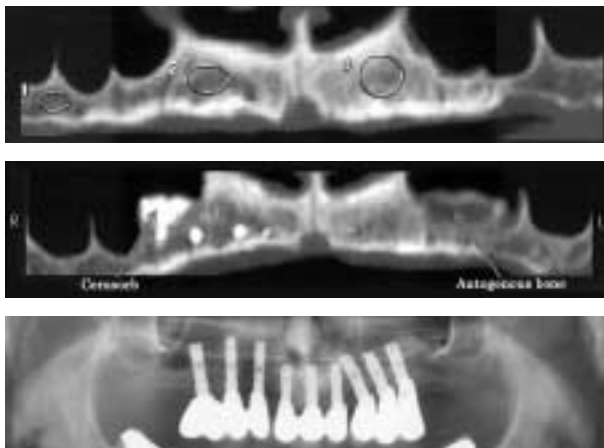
Röntgenologischer Ausgangsbefund bei Patient H4. – Abb. 2: Aufnahme unmittelbar postoperativ: rechts Cerasorb®, links autologer Knochen. – Abb. 3: Zwölf Monate post-operativ. Der prothetische Aufbau ist abgeschlossen. Cerasorb® wurde resorbiert und zeitgleich durch neuen Knochen ersetzt.
